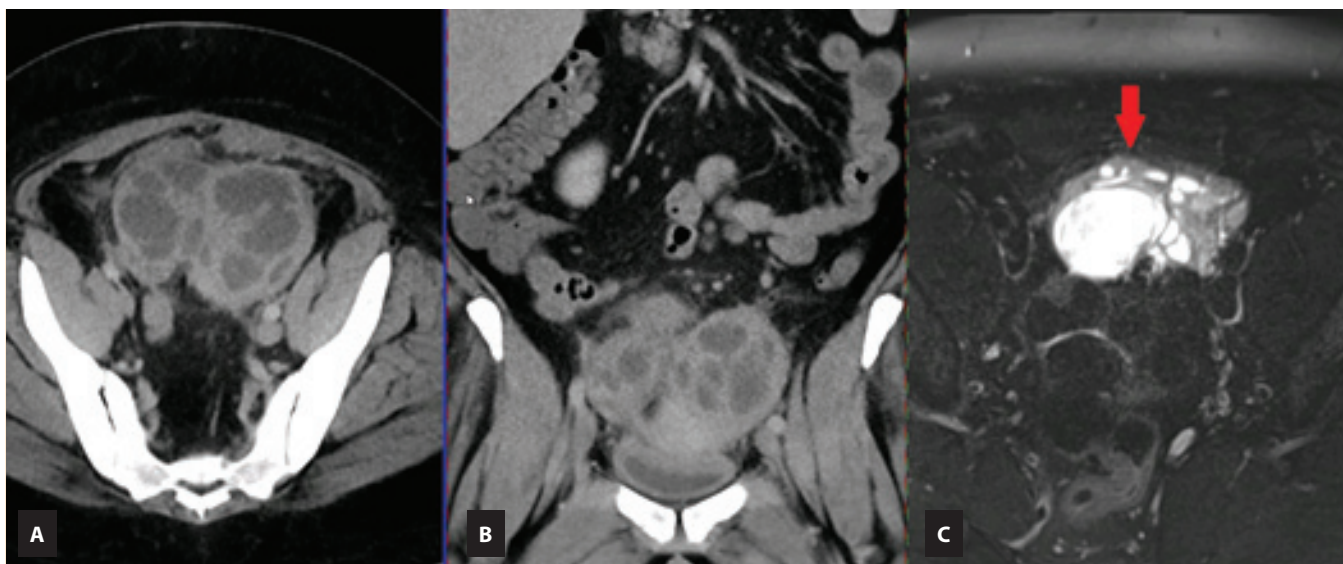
Typical CT image of a tuboovarian (TOA) abscess, fluid collection inside the ovarium (red arrow), fluid above the ovary.
